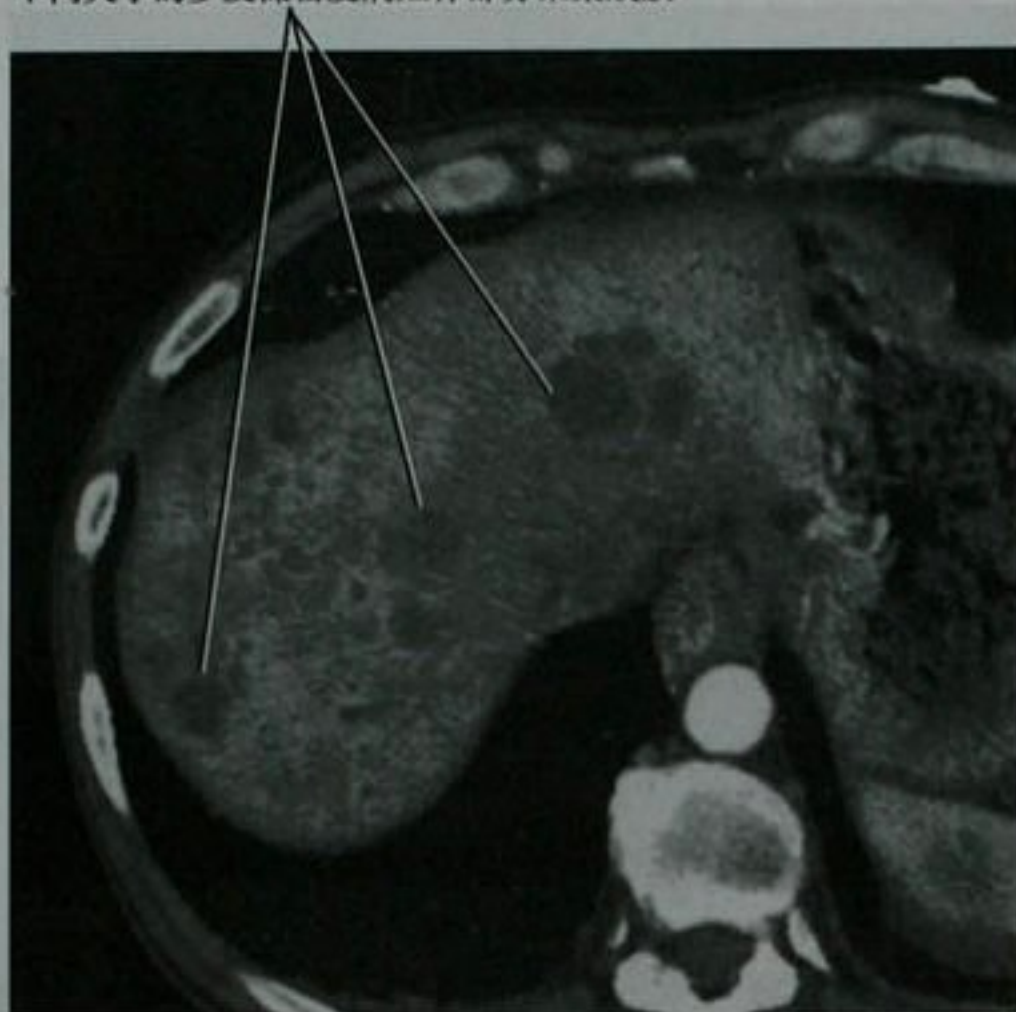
多发化脓性肝脓肿患者的肝脏增强轴位 CT 图像
